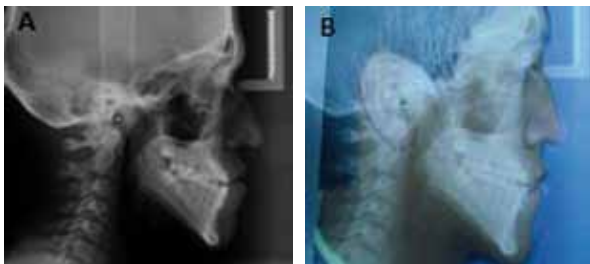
A. Radiografía de perfil que muestra prognatismo e hiperdivergencia mandibular. B. Análisis de McNamara por sobreposición de imágenes.
